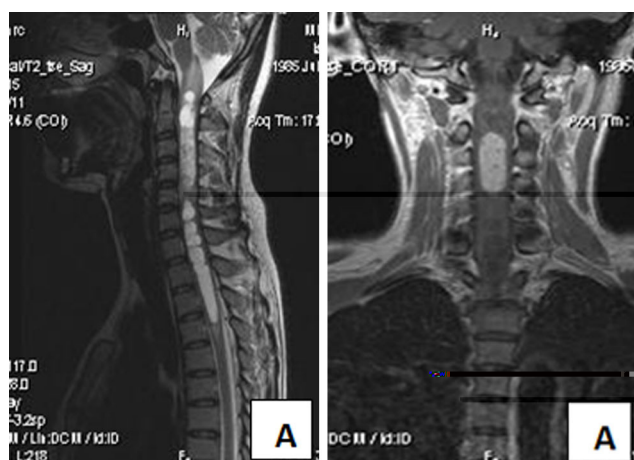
МРТ шейного отдела позвоночника и спинного мозга до операции, интрамедуллярного образования на уровне С2-5 позвонков, неправильной округлой формы с ассоциированной сирингомиелической кистой СМ на уровне С1-2 и С5-Т3 позвонков до (А) и после оперативного лечения (Б)
